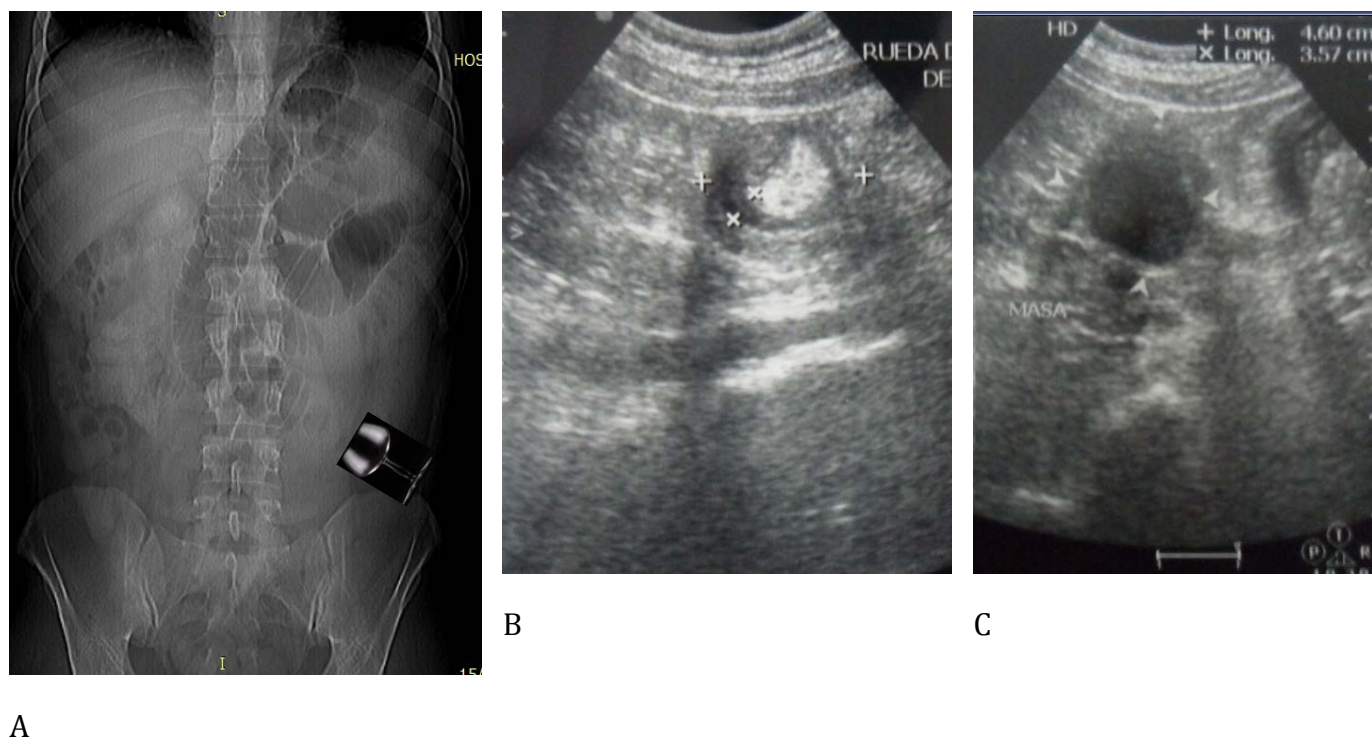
A) Topograma muestra dilatación de las asas de intestino delgado (yeyuno), las cuales se amputan en la región lateral izquierda de L3 con estiramiento de las válvulas conniventes (imagen en copa, obstrucción por obturación). B y C) Ecografía en cortes sagitales, en el aspecto inferior del flanco izquierdo: se aprecia imagen en dona o pseudo-riñón y masa hipocóica redondeada, adosada a la pared intestinal de un asa yeyunal. La masa mostró vascularización al doppler color.
